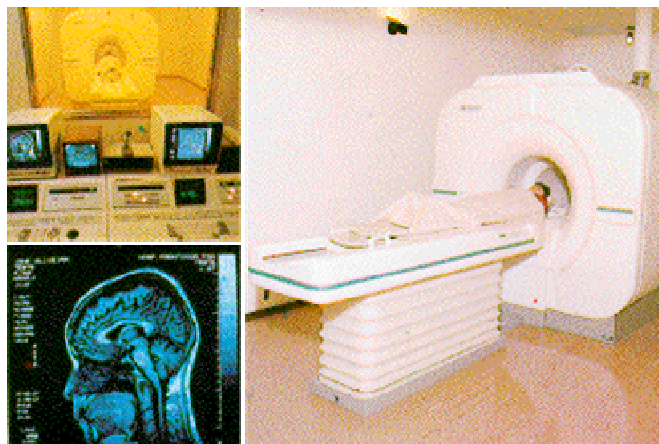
Tomógrafo de ressonância magnética.
